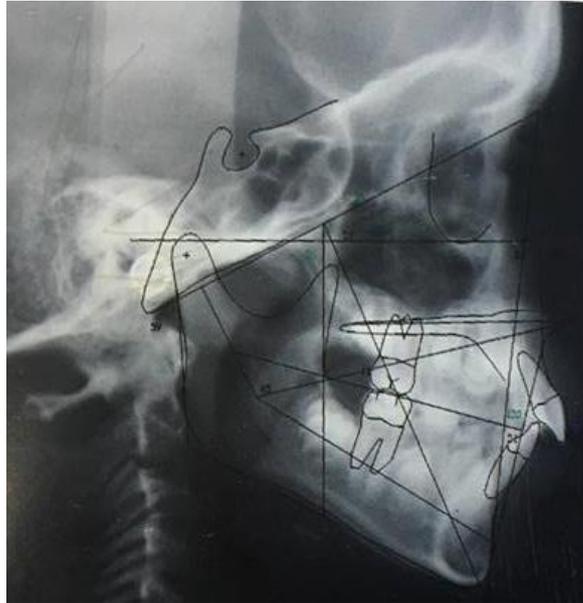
Radiografía lateral y análisis cefalométrico, para confirmar clase II. Los valores indican retrusión mandibular leve, protusión dental y biotipo mesofacial con tendencia dolicofacial.
